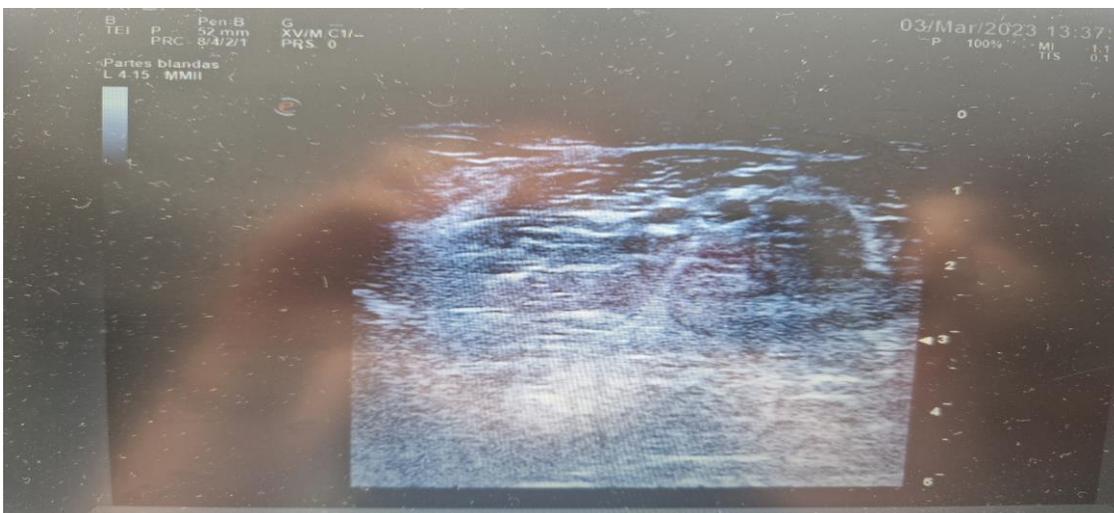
Ecografía con sonda lineal de miembro inferior izquierdo donde se objetiva arteria y vena poplítea.
